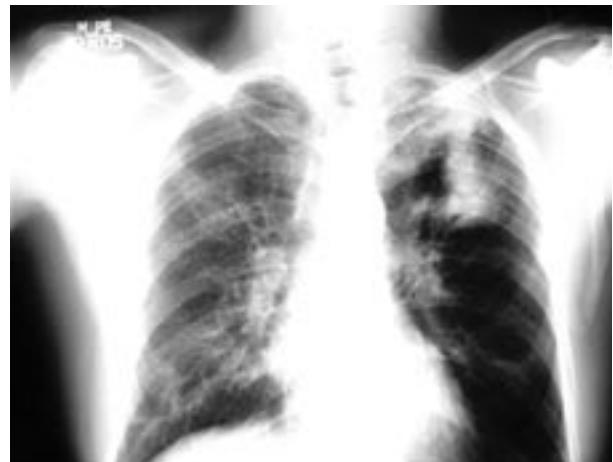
Radiografia de tórax mostrando imagem de hipotransparência em lobo superior esquerdo.
